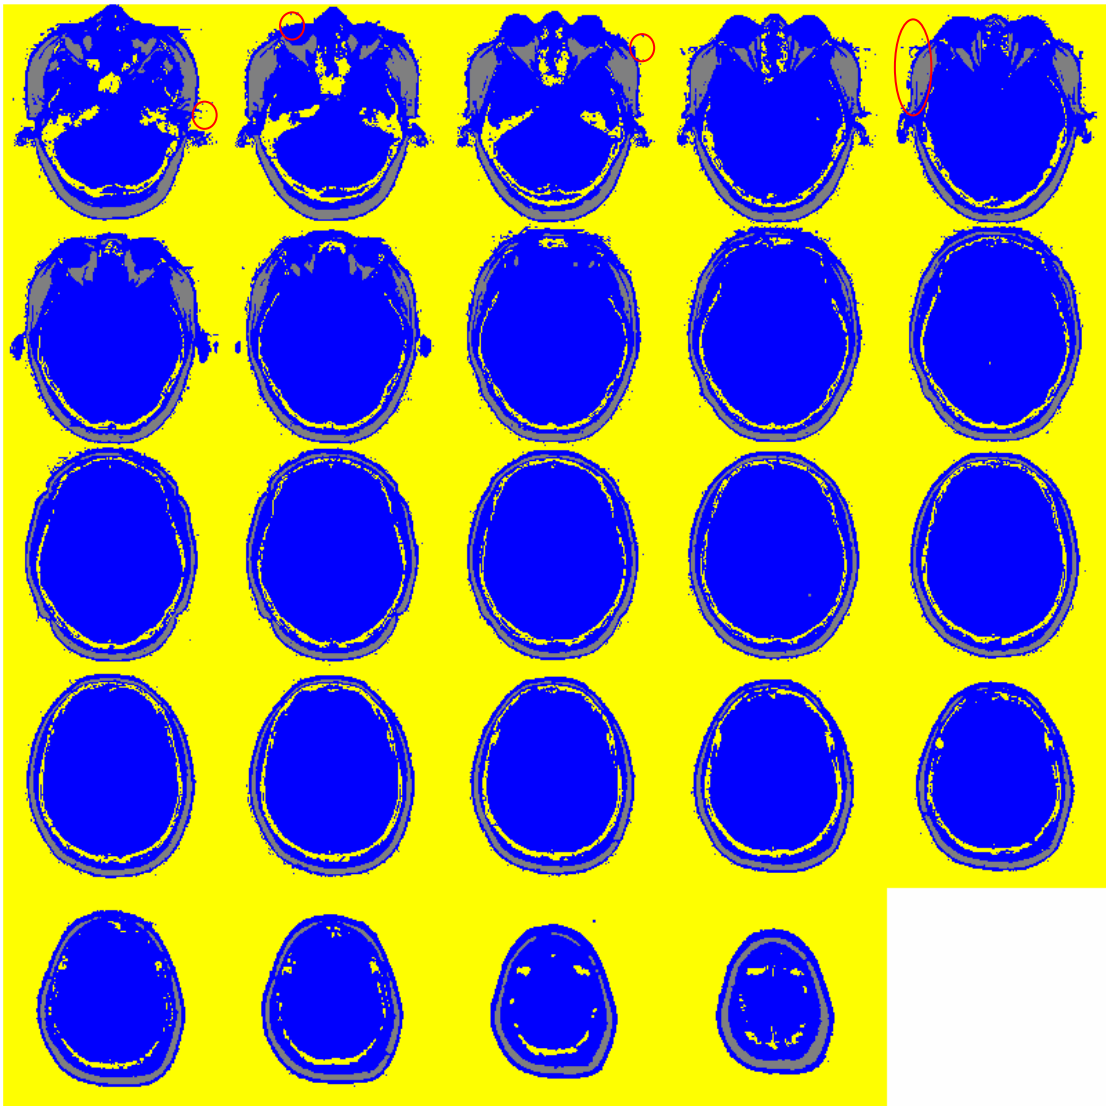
13 résultats de segmentation de toutes les coupes de la séquence Skull IRM
